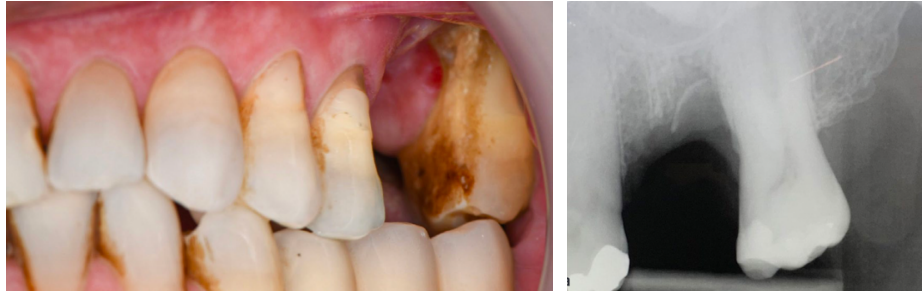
Radiographie rétro alvéolaire et photographie intrabuccale latérale gauche de la situation pré-opératoire de la PMP maxillaire gauche (26)(Attal et al., 2023a)
